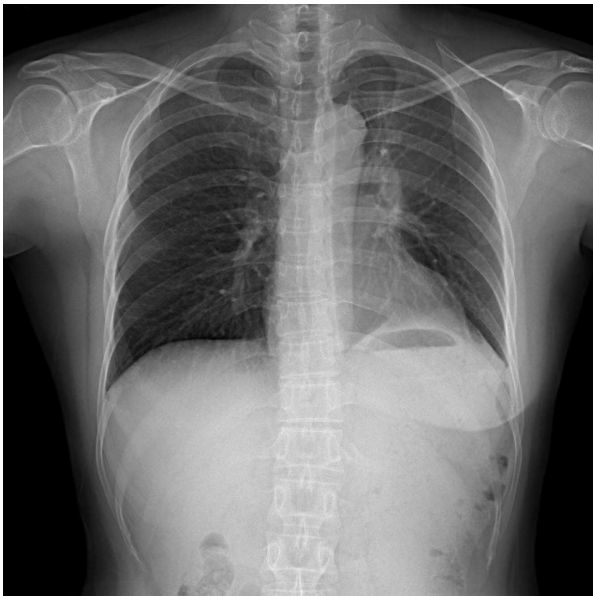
A posteroanterior chest radiograph shows a poorly defined increased opacity in left suprahilar area and superior displacement of the left hilum, suggesting collapse of left upper lobe.
